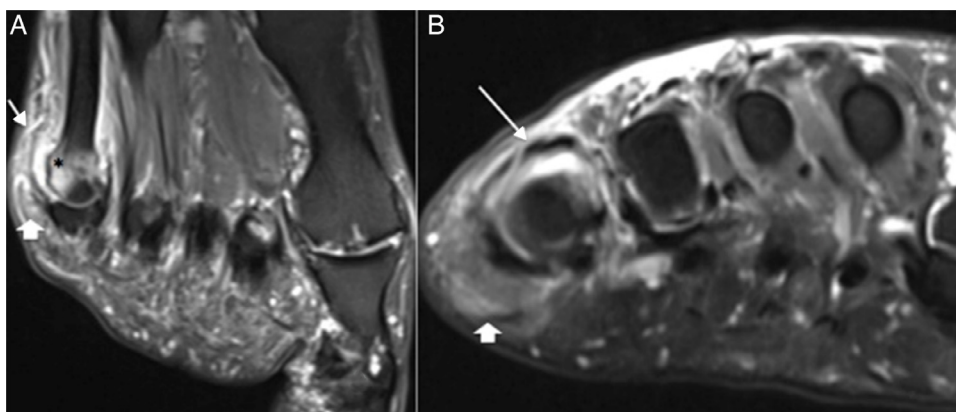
Imagens de RM do pé no eixo longo (A) e no eixo curto (B) que mostram derrame articular (seta) na 5ª articulação metatarsofalângica, associada a padrão de edema ósseo medular na cabeça e metáfise distal do 5º metatarso (*), além de densificação dos planos adiposos adjacentes (cabeça de seta).
